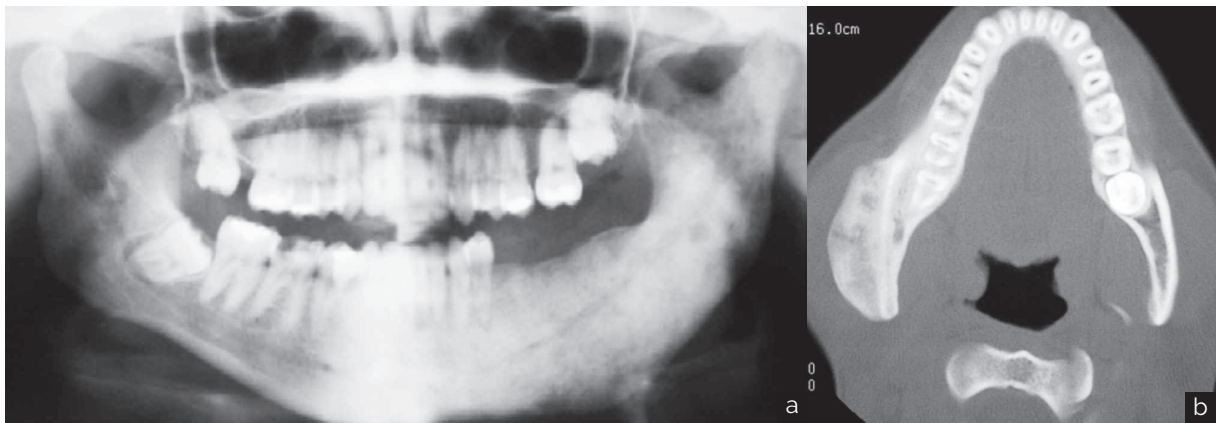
(a) Osteomielitis esclerosante difusa del lado izquierdo de la mandíbula en una Rx Panorámica. (b) Osteomielitis esclerosante difusa de la mandíbula derecha en una TC. (Regezi: Oral Pathology: Clinical Pathologic Correlations, 5th ed.)
